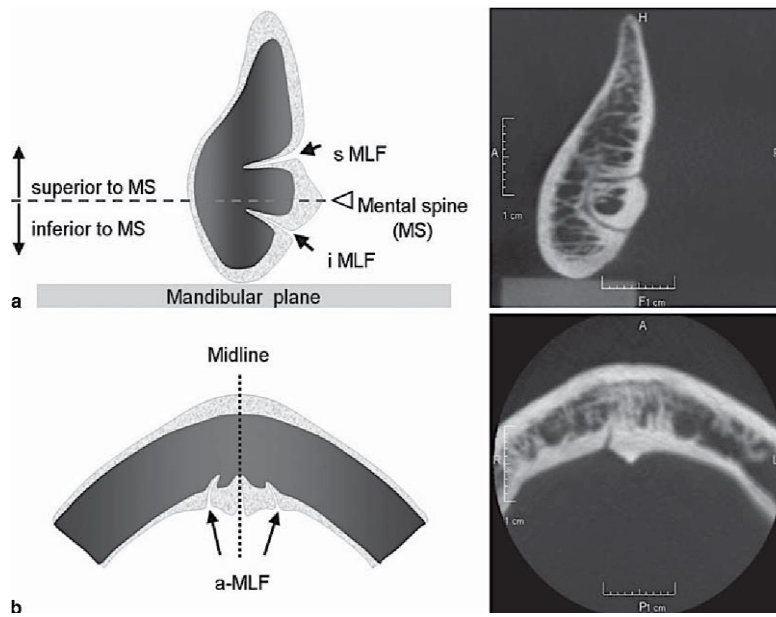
Imagem CBCT dos forames (Katsumi et al., 2013)
